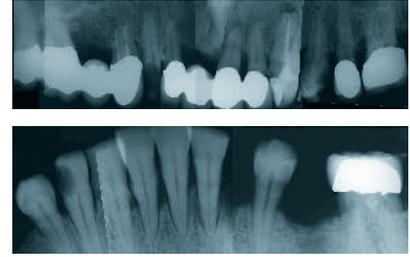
Röntgenstatus der Ausgangssituation (Fall 1).
